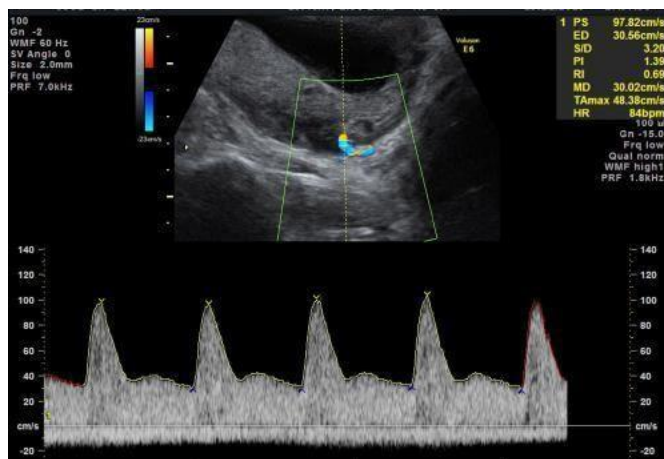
Doppler transabdominal da artéria uterina no primeiro trimestre. A curva da artéria uterina está localizada em uma secção paracervical; devem-se obter pelo menos três ondas de velocidade de fluxo similares, usando um ângulo de insonação o mais próximo possível de zero.
